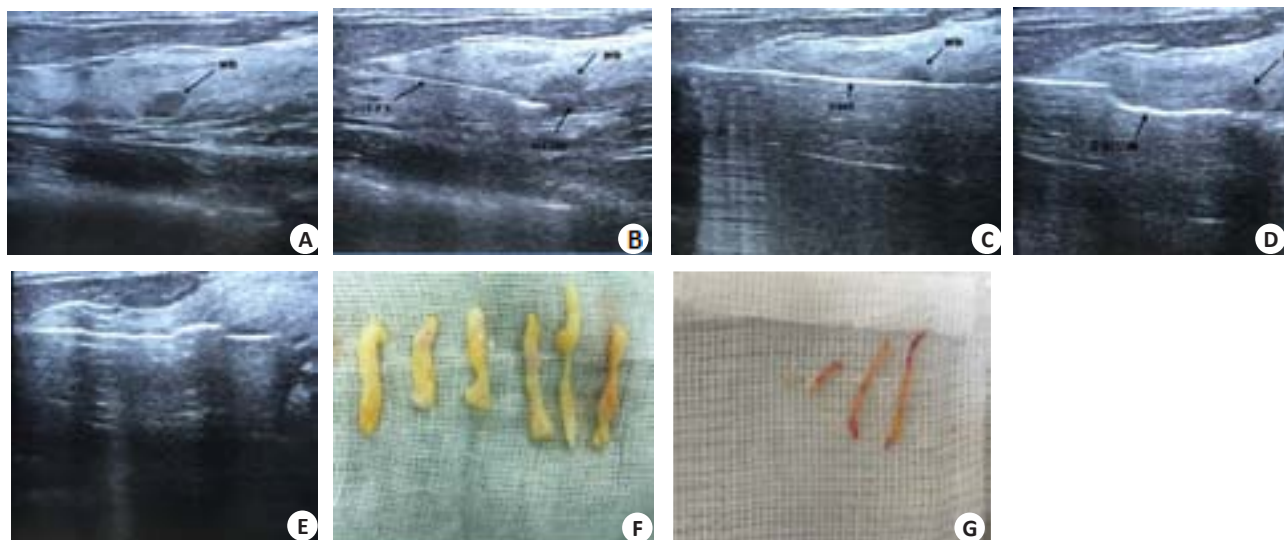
超声引导下MMT术中定位彩超影像及组织标本
